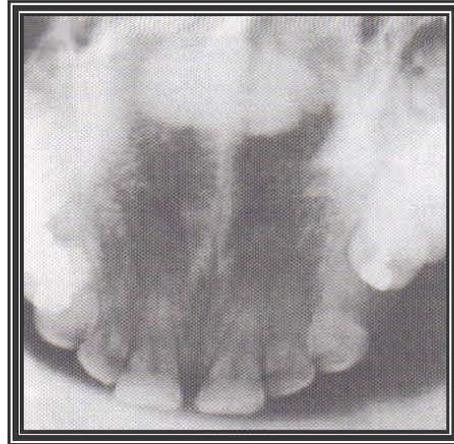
Radiografía Lesión radiopaca.
